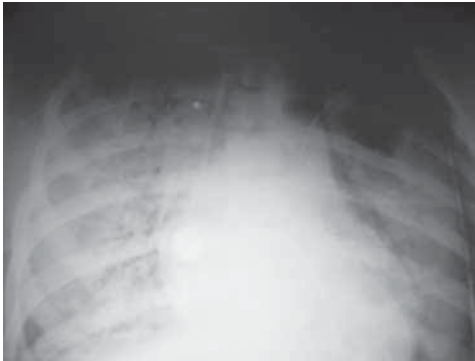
SDRA. Radiografía PA en paciente con shock séptico por pancreatitis aguda, mostrando opacificación casi completa de ambos parénquimas pulmonares.
